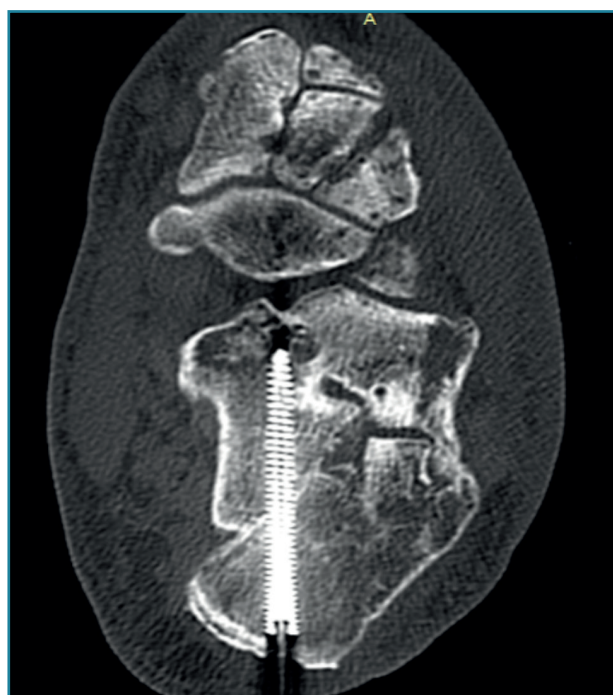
Tomografía postoperatoria (corte axial) del tobillo izquierdo.
